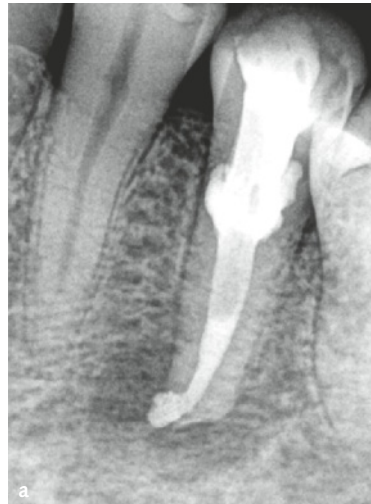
und b a) Röntgenkontrolle nach Abschluss der Therapie mit geringer apikaler MTA-Überpressung und b) nach 2 Jahren mit deutlich verkleinerter apikaler Aufhellung.
